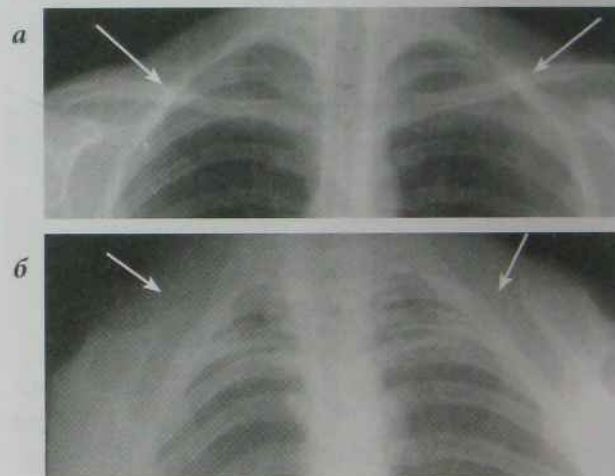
Рентгенограми верхньої частини грудної клітки:
